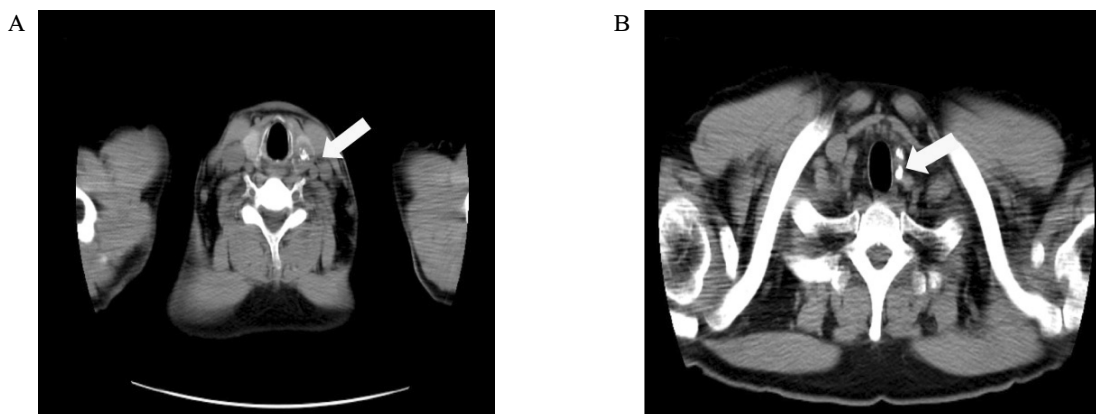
Neck computed tomography shows a dense calcified nodule in thyroid (A) and enlarged lymph nodes (B).
